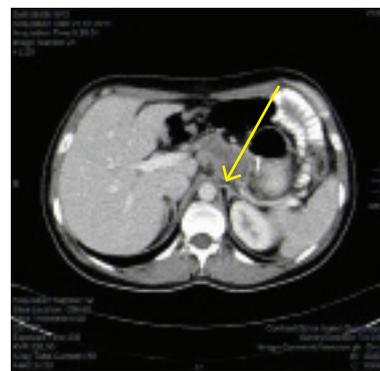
Результаты КТ пациентки К. до ХТ. Стрелкой указан конгломерат увеличенных ЛУ — метастатический опухолевый очаг
